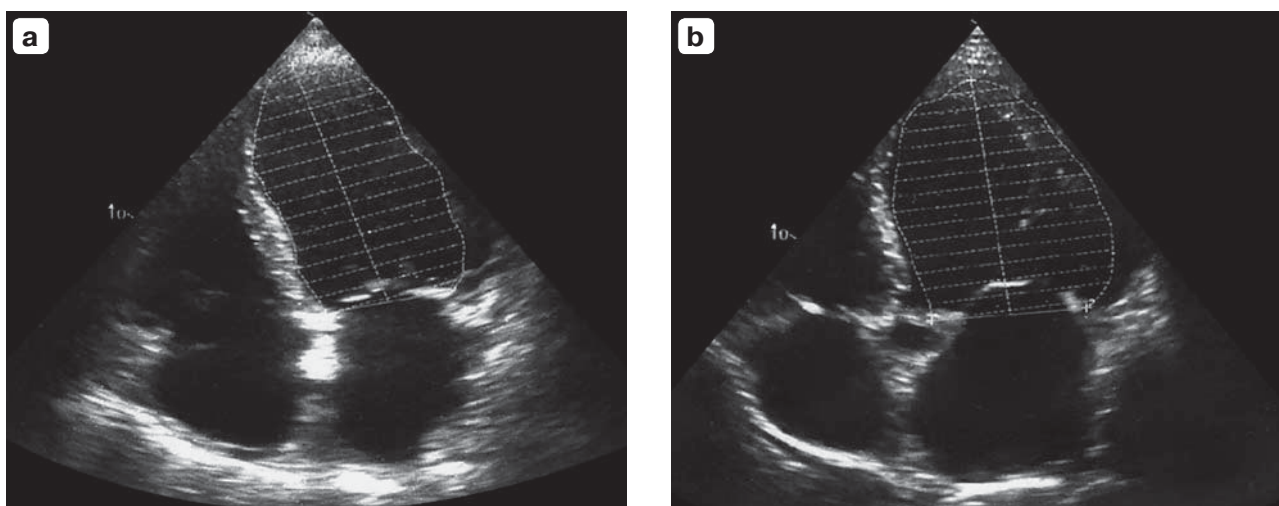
Echocardiograms of the patient T. on day 2 of hospital treatment (a) and two weeks later (b), four-chamber position (see the explanations in the text).
